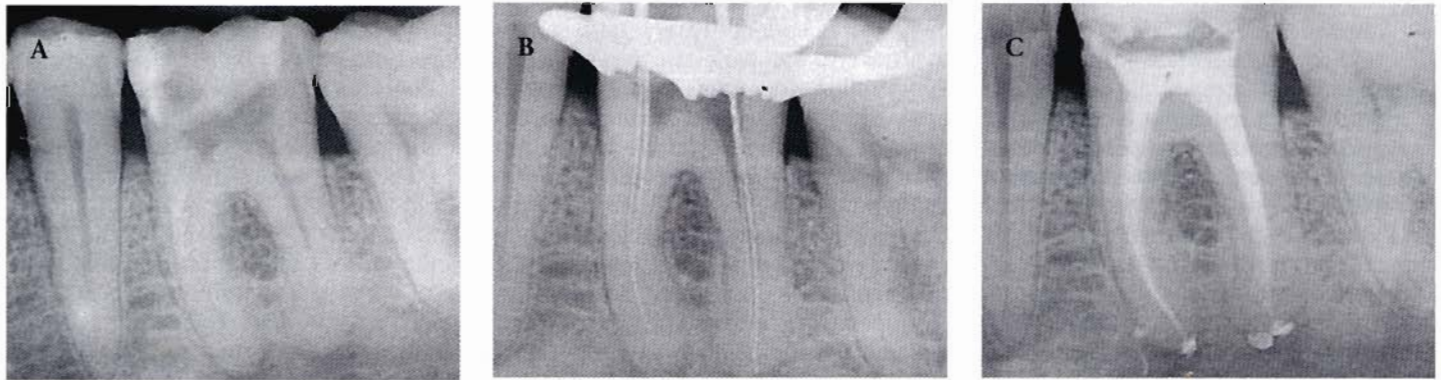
A-B-C - Trattamento endodontico di 3.6 A. Rx diagnostica: si nota la presenza di una lesione radiotrasparente periapicale in corrispondenza di entrambe le radici. B. Rx di determinazione della lunghezza di lavoro. La preparazione canalare è stata eseguita con strumenti GT Files. C. Rx post-operatoria. L'otturazione canalare è stata eseguita con gutta-perca condensata a caldo con System B. Si nota il mantenimento della forma originaria dei canali radicolari ed il rispetto dell'anatomia originaria.
